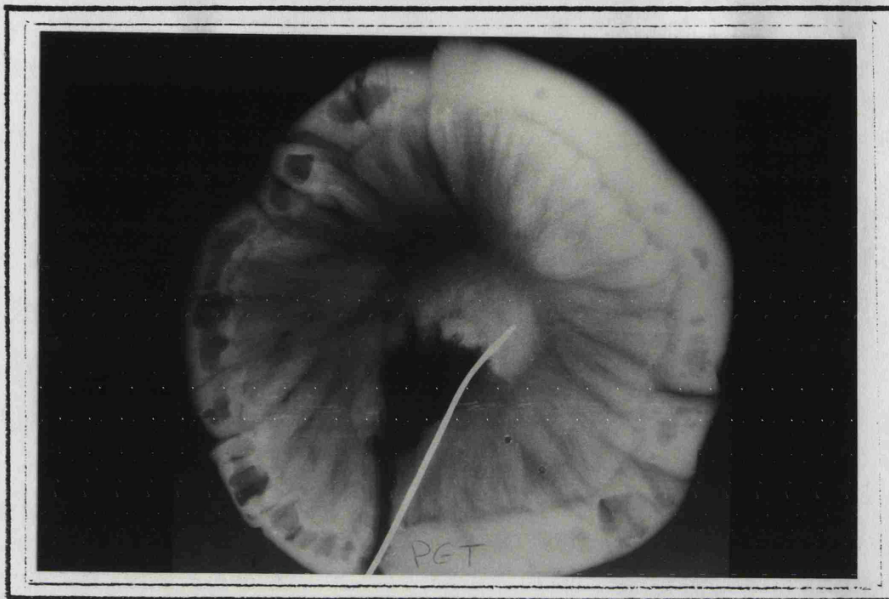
PGT: Radiografía de la pieza quirúrgica
